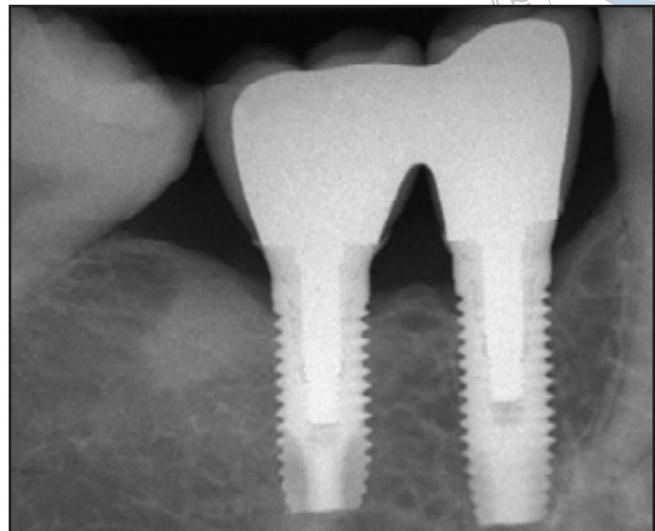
und b (links) Die definitiven Versorgungen wurden intraoral adhäsiv befestigt. (rechts) Auf dem Röntgenbild ist die präzise Randpassung zwischen Kronen, Abutments und Implantaten zu erkennen.
